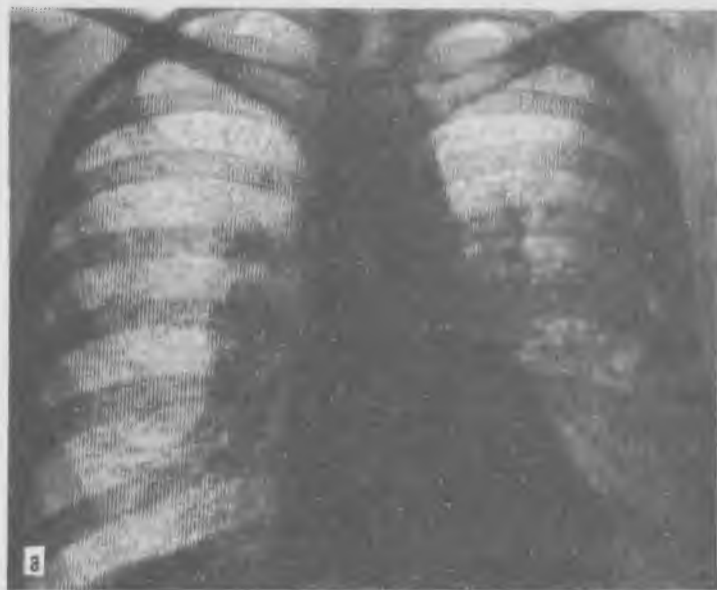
Рентгенограммы легких при диссеминированных процессах.
